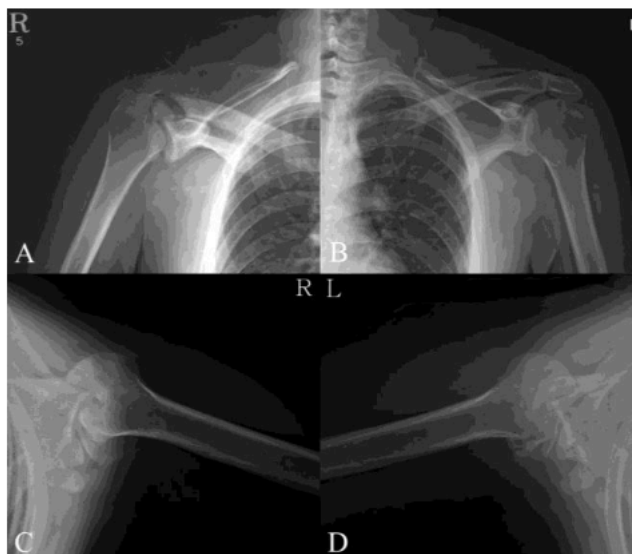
Рентгенограммах плечевых суставов
